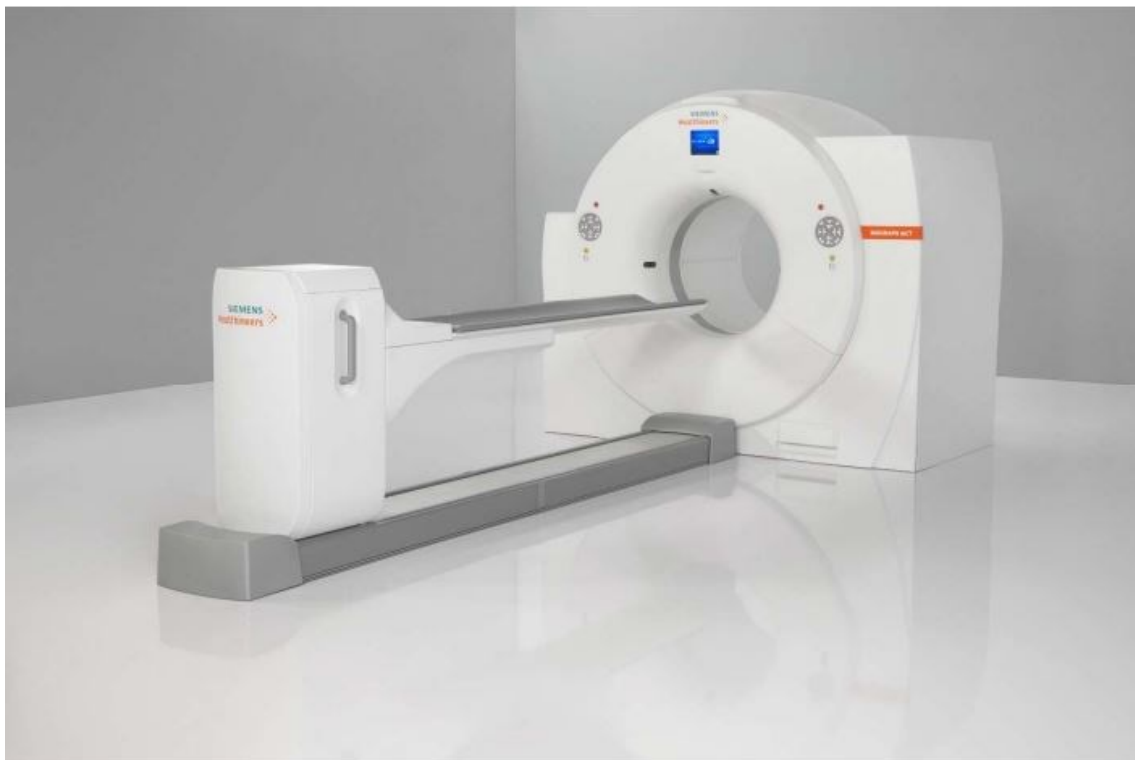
Beispiel PET/CT Biograph mCT Scanners Siemens Healthineers mit Genehmigung von (Siemens-Healthcare, 2021)
